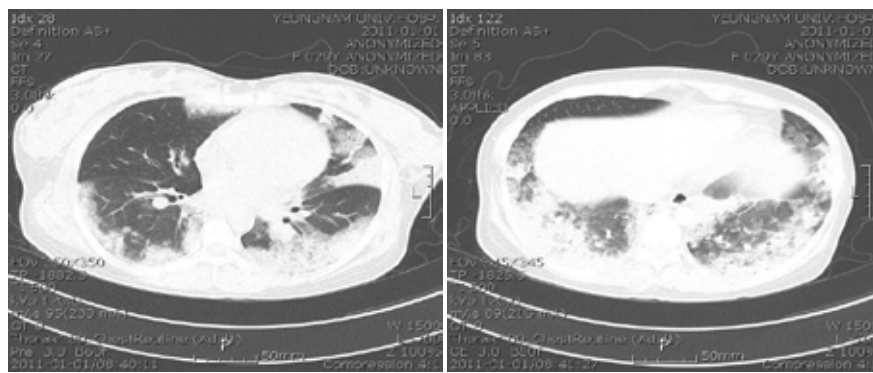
High resolution computed tomography of the chest at the 2nd day of admission showed bilateral consolidation and nodules.
